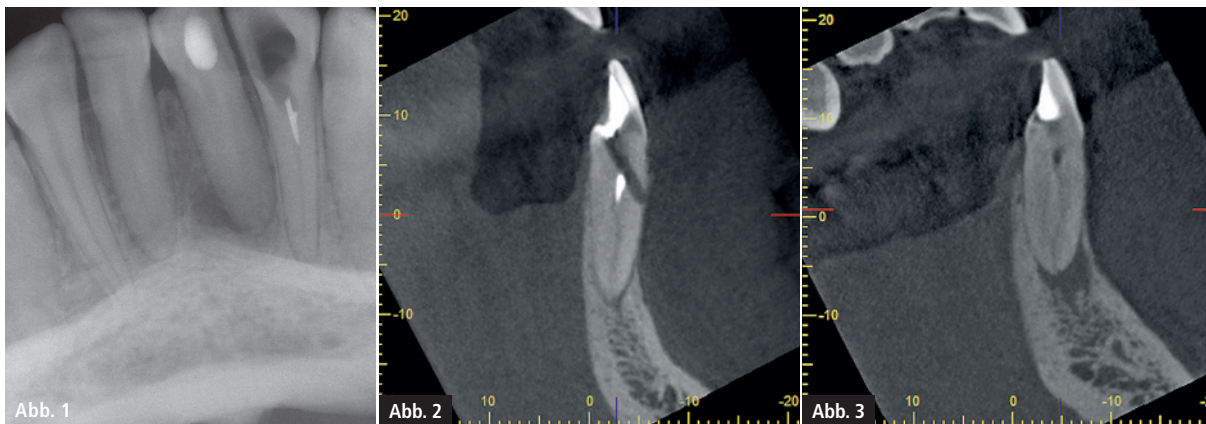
Röntgenbild der Zähne 31 und 32 mit frakturiertem Instrument in Zahn 32 und nicht erkennbarem Wurzelkanalverlauf des Zahnes 31. – Abb. 2: Im DVT wird in der sagittalen Schnittebene die Perforation nach bukkal an Zahn 32 ersichtlich. – Abb. 3: Das DVT zeigt in der sagittalen Schnittebene den Verlauf des Wurzelkanals bei Zahn 31 (Vertucci Typ III).
